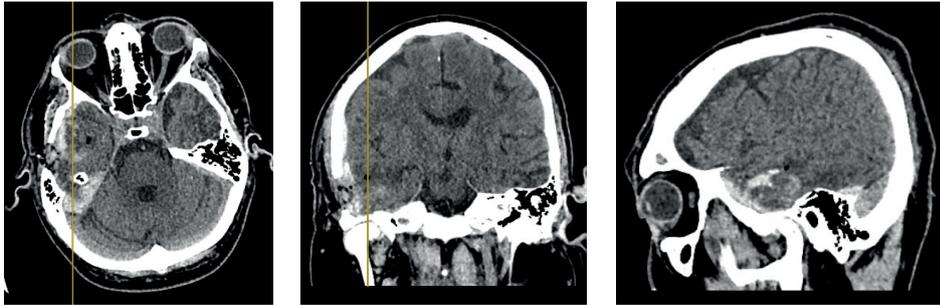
Компьютерная томография головного мозга пациента Х., 40 лет, через 2 часа после эндоскопического удаления внутримозговой гематомы правой височной доли
